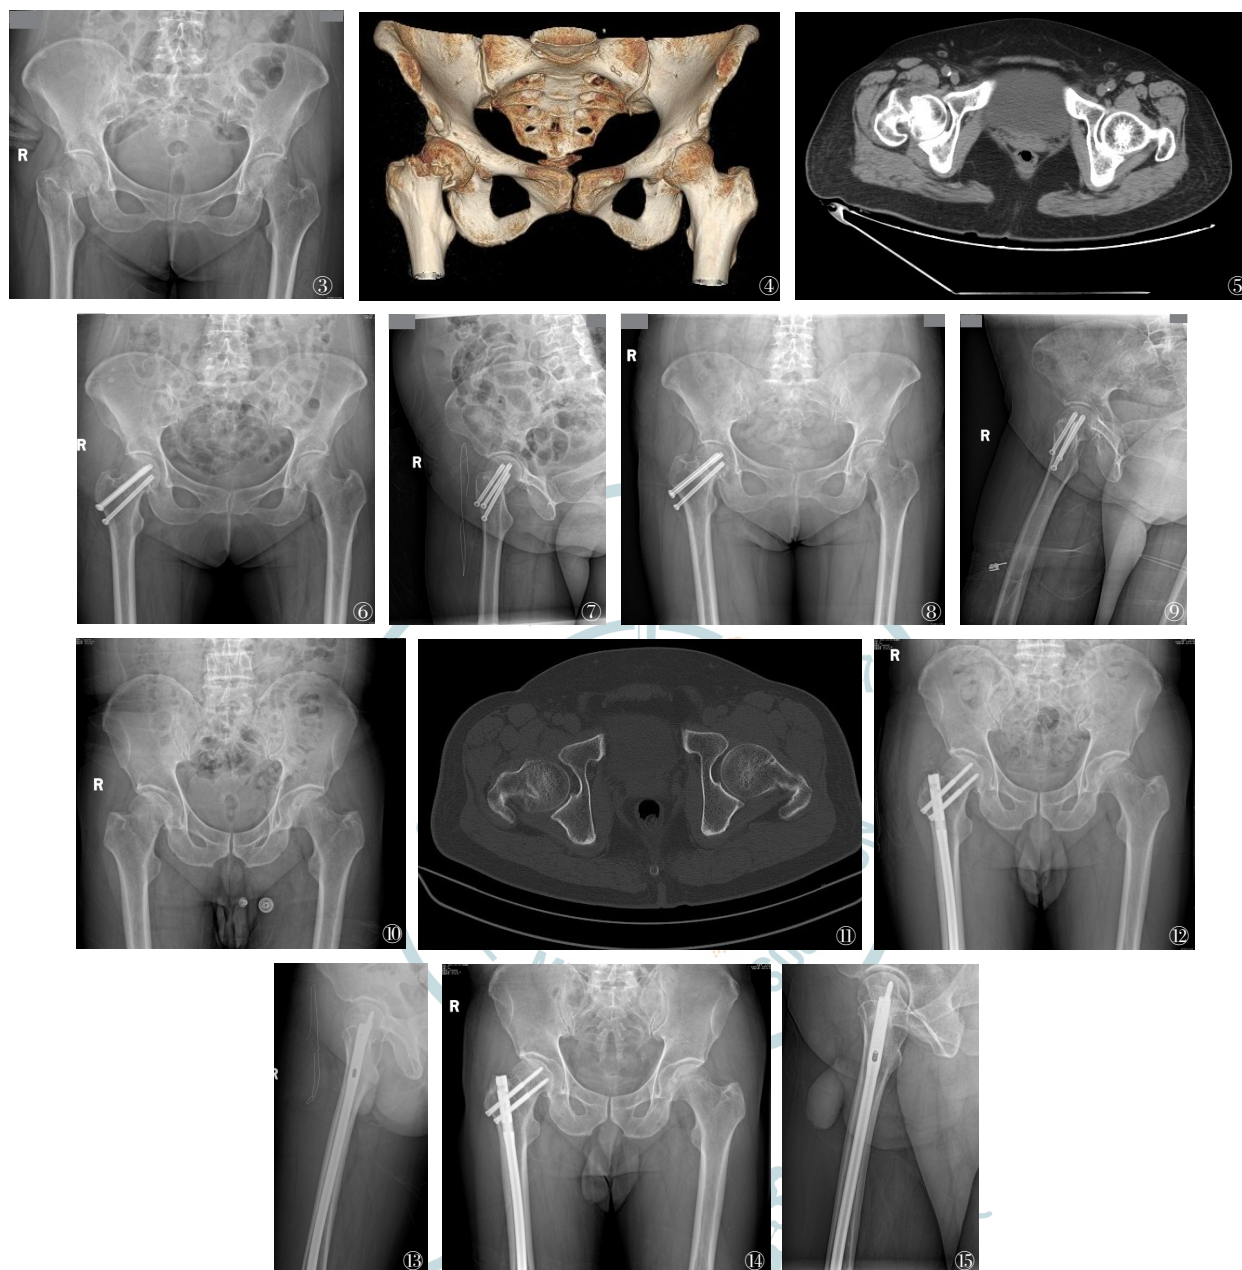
~9 空心钉组患者,女,64岁,因“摔伤致右髋部肿痛伴活动受限1 d”入院,入院诊断:右侧股骨颈骨折(GardenⅢ型);高血压病Ⅲ级。入院3 d后行闭合复位ITCS固定。图3~5 术前X线及CT片,示股骨颈骨折(GardenⅢ型);图6~7 术后第2天X线片,结果示骨折复位满意、内固定位置良好;图8~9 术后13个月X线片,显示骨折愈合,股骨颈轻度短缩,空心钉退出约3 mm,右髋关节功能可 图10~15 重建钉组患者,男,59岁,因“摔伤致右髋部肿痛伴活动受限5 h”入院,入院诊断:右侧股骨颈骨折(GardenⅠ型),入院3 d后行闭合复位重建钉内固定术。图10~11 术前X线及CT片,示股骨颈骨折(GardenⅠ型);图12~13 术后第2天X线片,结果见骨折复位满意、内固定位置良好;图14~15 术后13个月X线片,显示骨折愈合,头钉无退出,股骨颈无短缩,右髋关节功能良好
